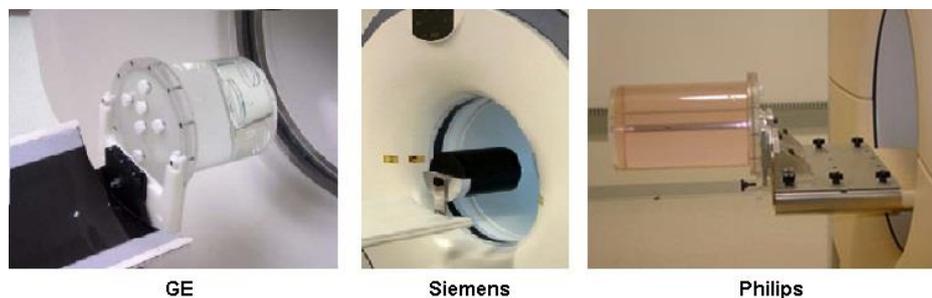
Fantasmas utilizados para verificação da calibração dos equipamentos PET. Fonte: KNESAUREK, 2008.
